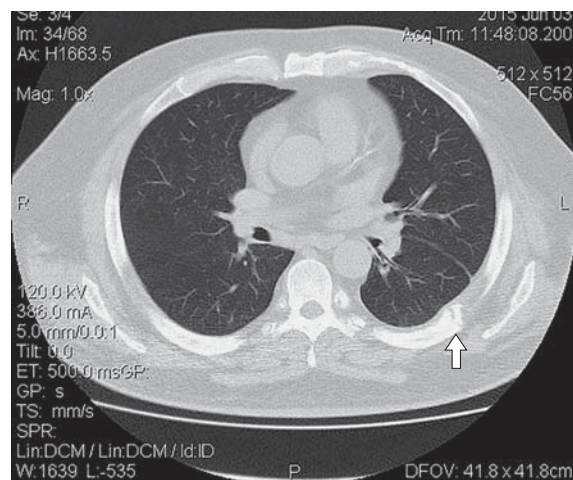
КТ-изображение через 2 мес 8 дней после операции. Нормализация пневматизации легочной ткани в области операции. Формирующаяся костная мозоль в заднем отрезке VII ребра.
